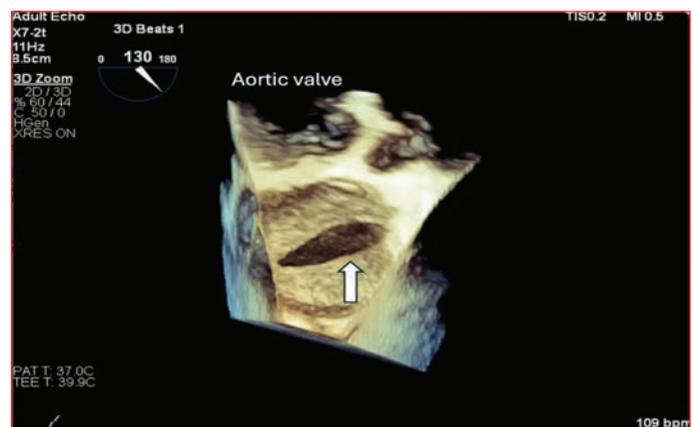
Three-dimensional transesophageal echocardiography revealed a well-circumscribed iatrogenic interatrial septal defect (arrow).
